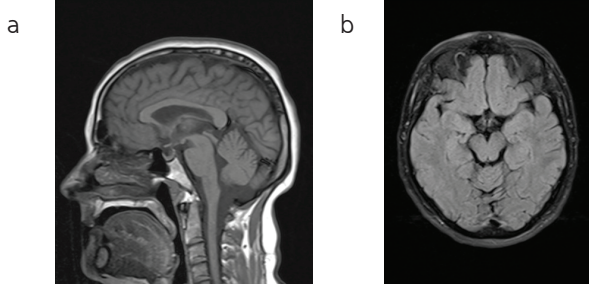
a Sagittal kesit MRG: Orta beyin atrofi (penguen görünümü)
